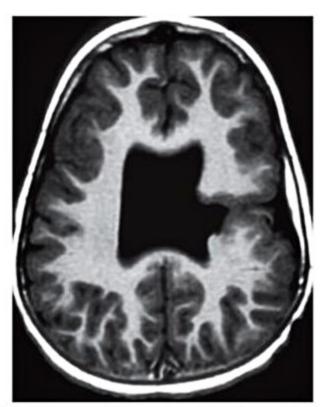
Imagem de RM no plano axial, utilizando a técnica inversão-recuperação, em um paciente com esquizencefalia à esquerda. Nota-se a fenda que comunica o ventrículo lateral com o espaço subaracnoide, revestida por substância cinzenta. Observa-se ainda ausência do septo pelúcido.
